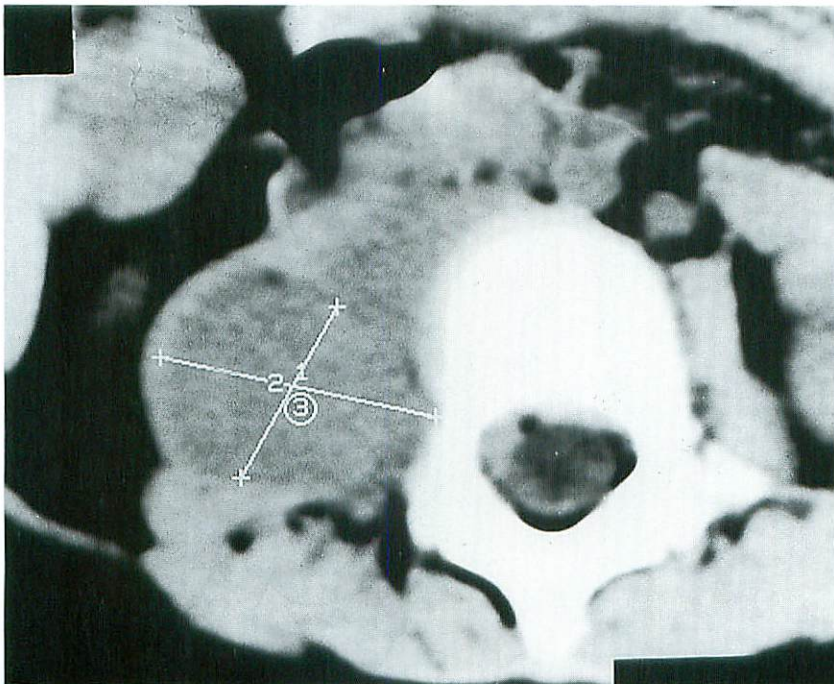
腹部CT：L₃～L₄の右側に存在する腫瘍
